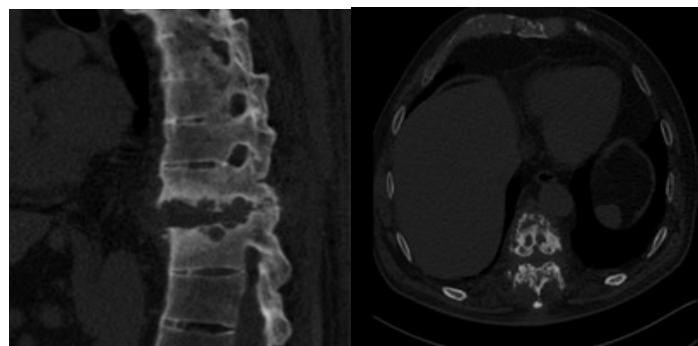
Компьютерная томография грудно-поясничного отдела позвоночника до операции
